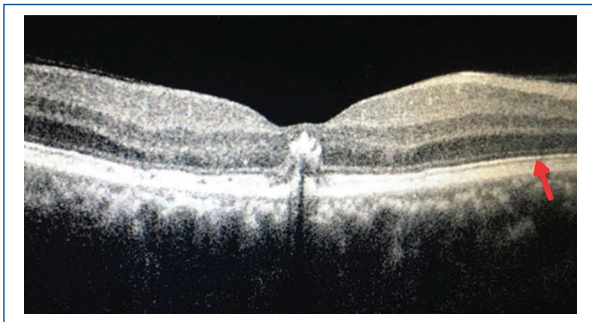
Tomografía de coherencia óptica de mácula en ojo derecho.
